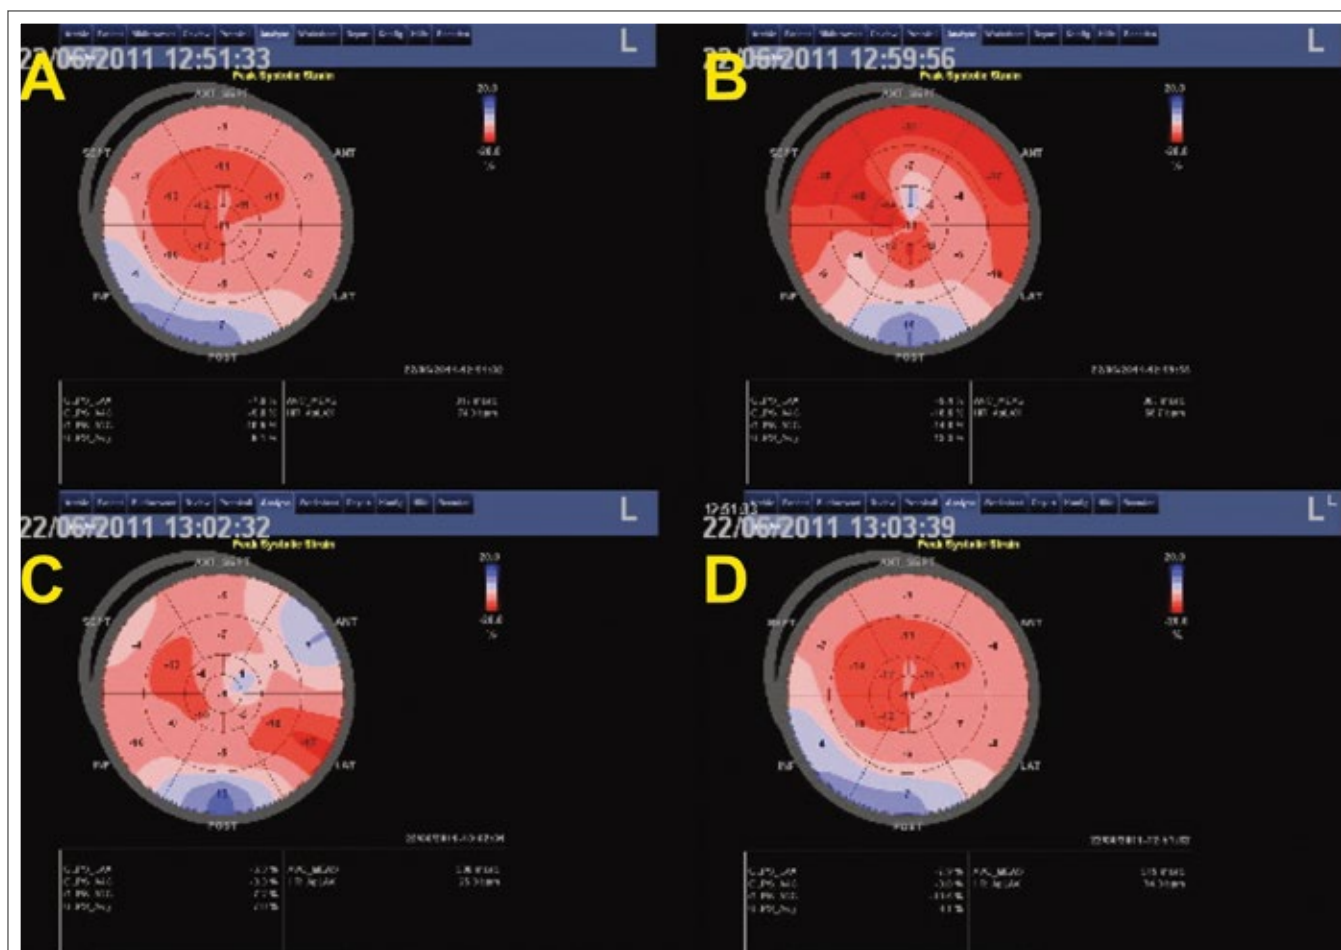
Stressechokardiographie mit Dobutamin. Biphasische Reaktion bei bekannter koronarer Dreifäßerkrankung und Zustand nach Hinterwandinfarkt.
